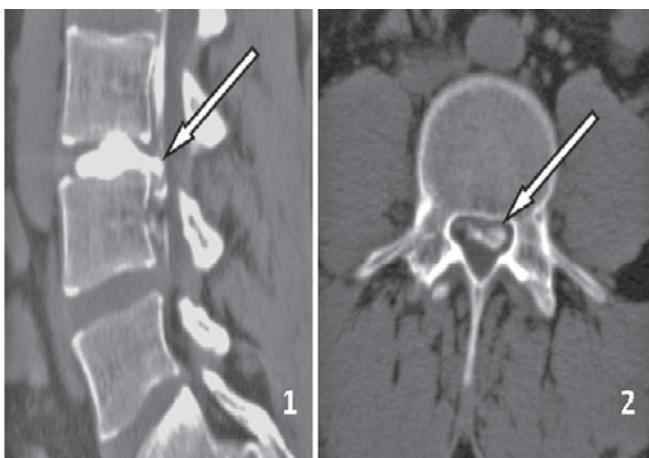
Сагиттальный (1), аксиальный (2) КТ-срезы; стрелкой указано кистозное образование, заполненное контрастным веществом.
